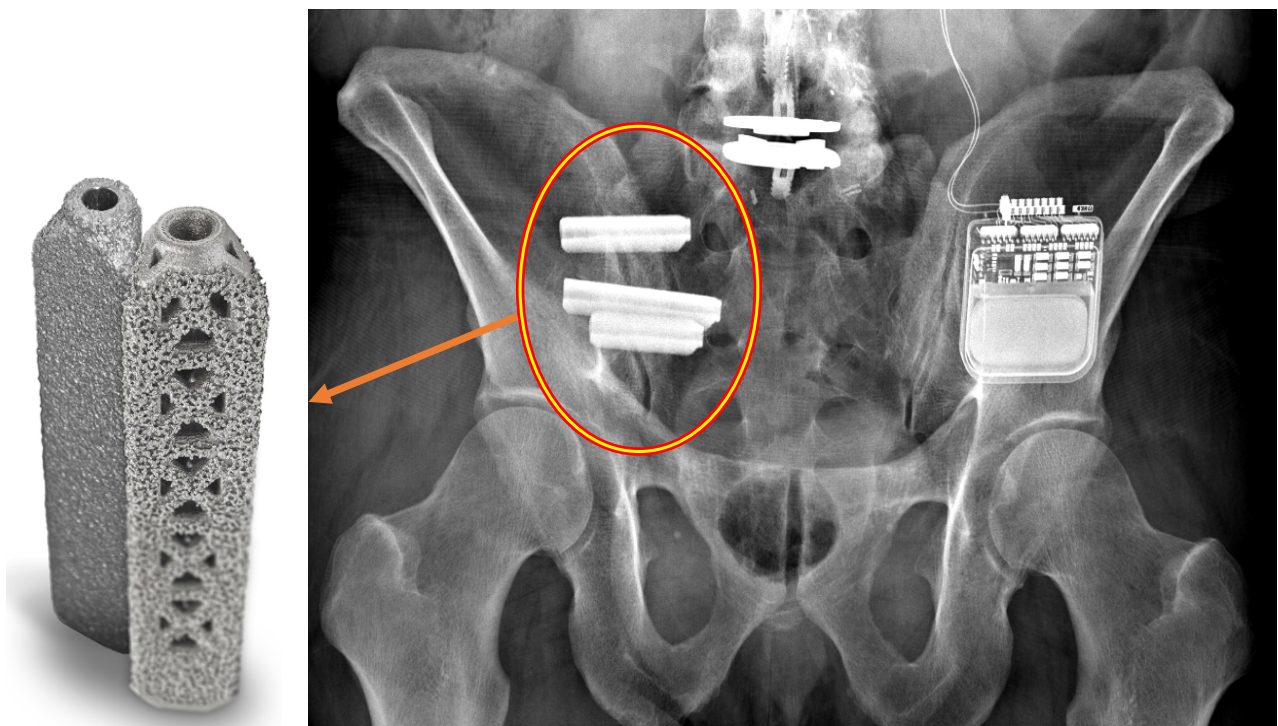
Radiographie du bassin de face après une arthrodèse de l'ASI avec des implants ifuse®
